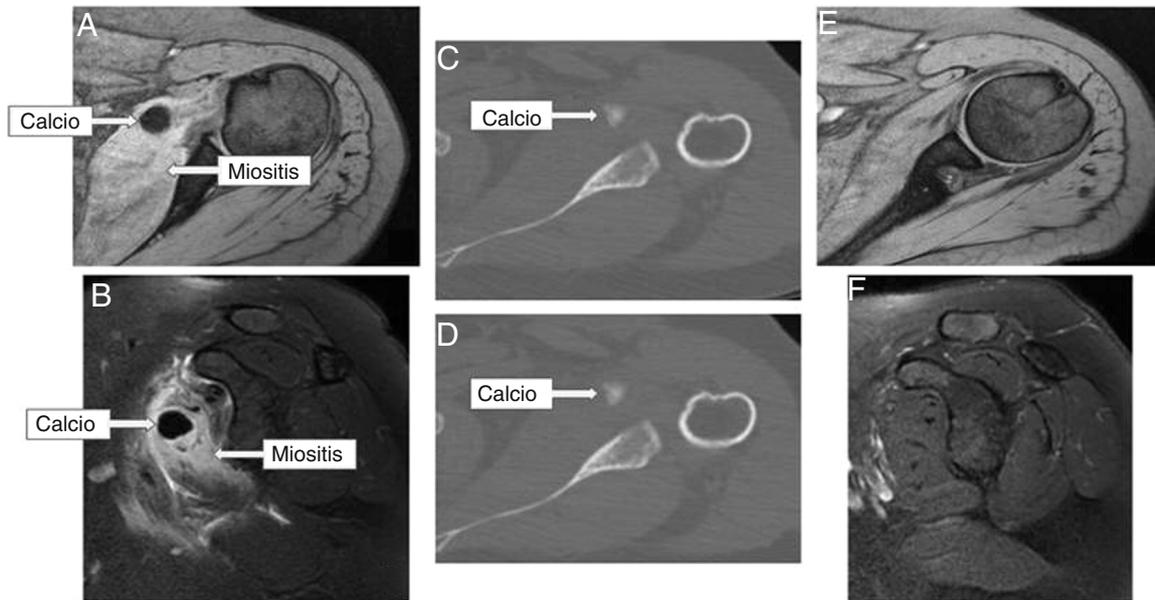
A y B) Resonancia Magnética (RM) momento agudo. Flechas mostrando calcio intramuscular y miositis del subescapular. C y D) Tomografía computarizada momento agudo. Flechas muestra calcio intramuscular. E y F) RM a los 6 meses. Ausencia de calcio ni miositis.
